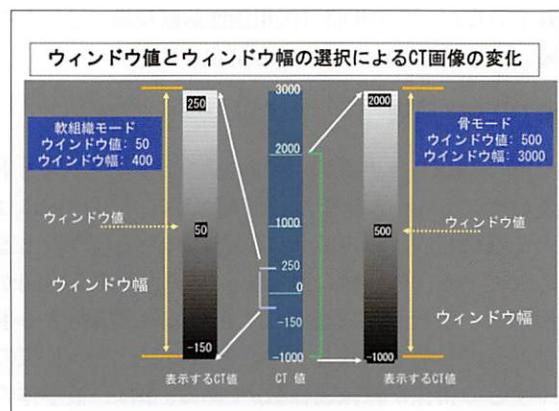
ウインドウ値とウインドウ幅の設定による軟組織モードと骨モードのCT画像の作成。
